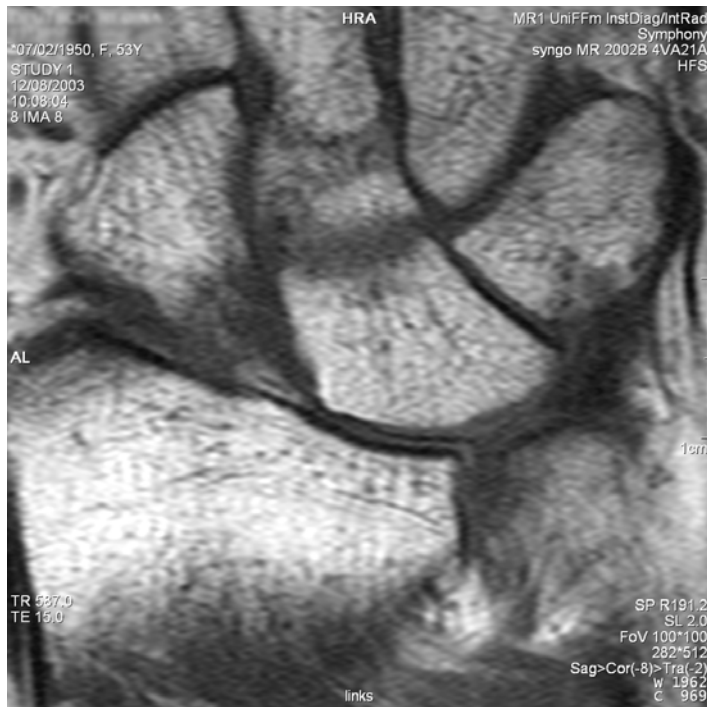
MRT: Knorpelschädigung 3-4° vom Knorpel der Fossa lunata radii und der Fossa scaphoidea radii, sowie des Os lunatum und des Os scaphoideum; koronare Schichtführung; T1-gewichtete Sequenz.
